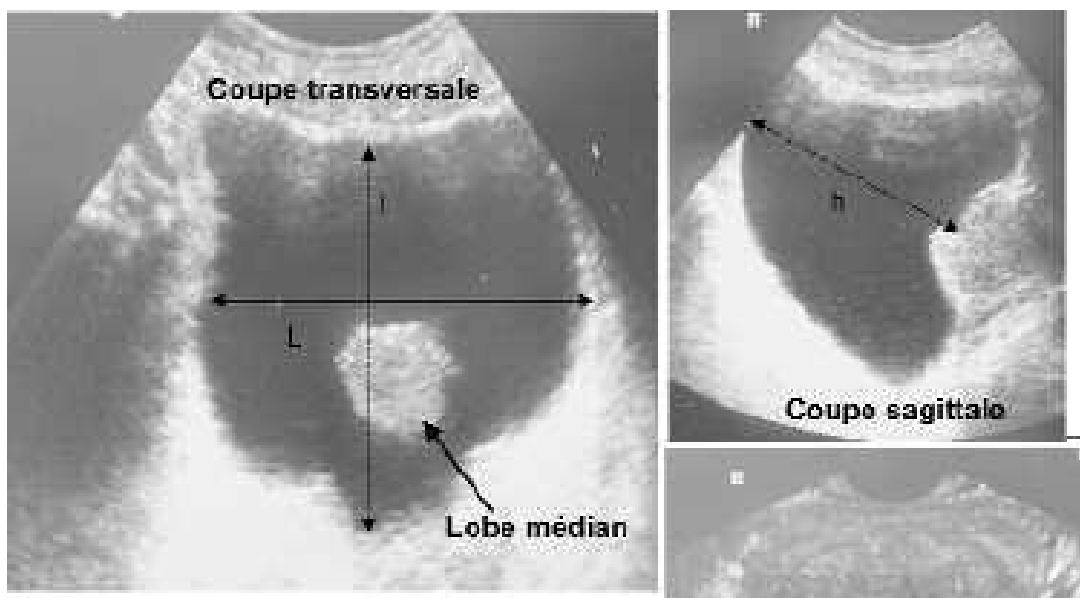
Mesure du volume prostatique en échographie sus pubienne :
